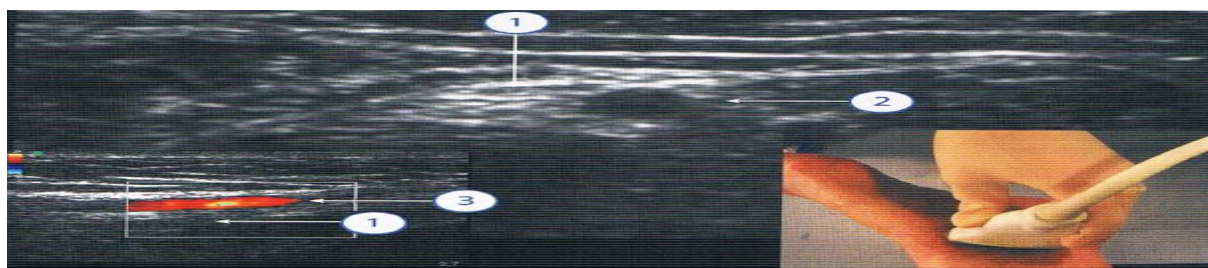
Nerf tibial à la cheville. 1. Nerf tibial. 2. Artère tibiale postérieure. 3. Artère tibiale en Doppler couleur (grand axe) en avant du nerf tibial.
